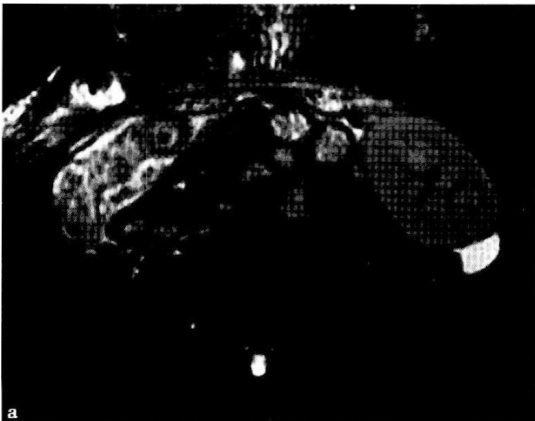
肾移植后并发症, MRI 平扫显示肾脏肿大, 皮髓质分界不清, 肾窦变窄, T2 信号增高
